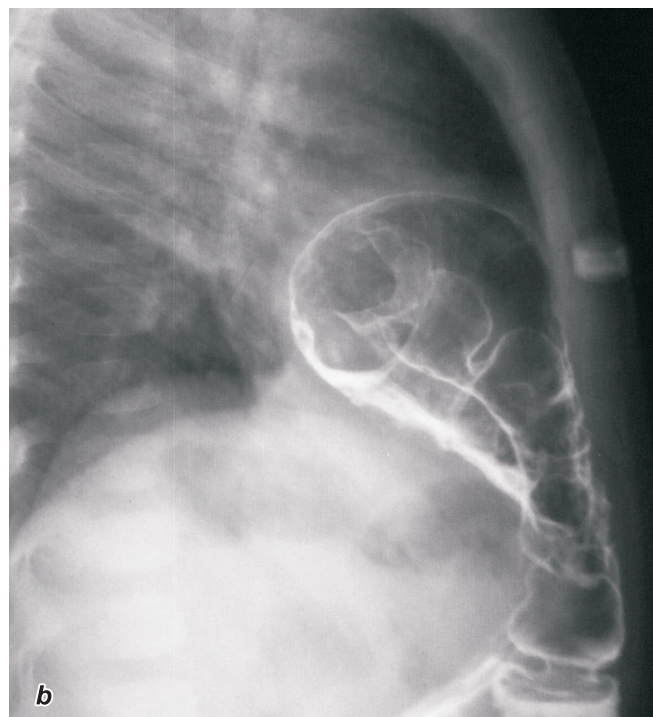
Radiografie toracică. Formațiune multicamerală al unghiului cardiodiafragmal pe dreapta.
